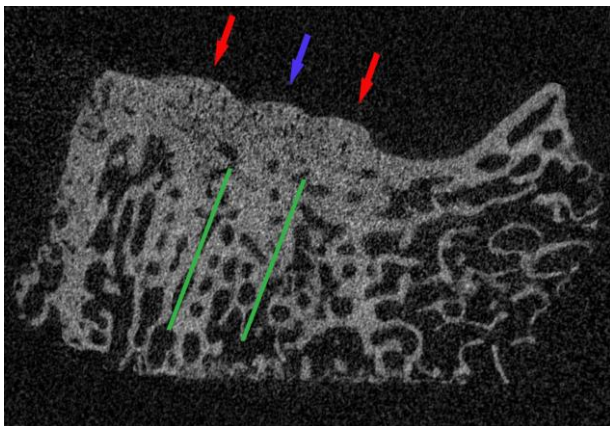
Veranschaulichung dreier intraläsionaler Osteophyten im Mikro-CT. Die Abbildung zeigt zwei periphere intraläsionale Osteophyten (rote Pfeile) und einen zentralen Osteophyt (blauer Pfeil). Die Bohrkanäle sind mit neuem Knochen durchbaut (grüne Linie).
